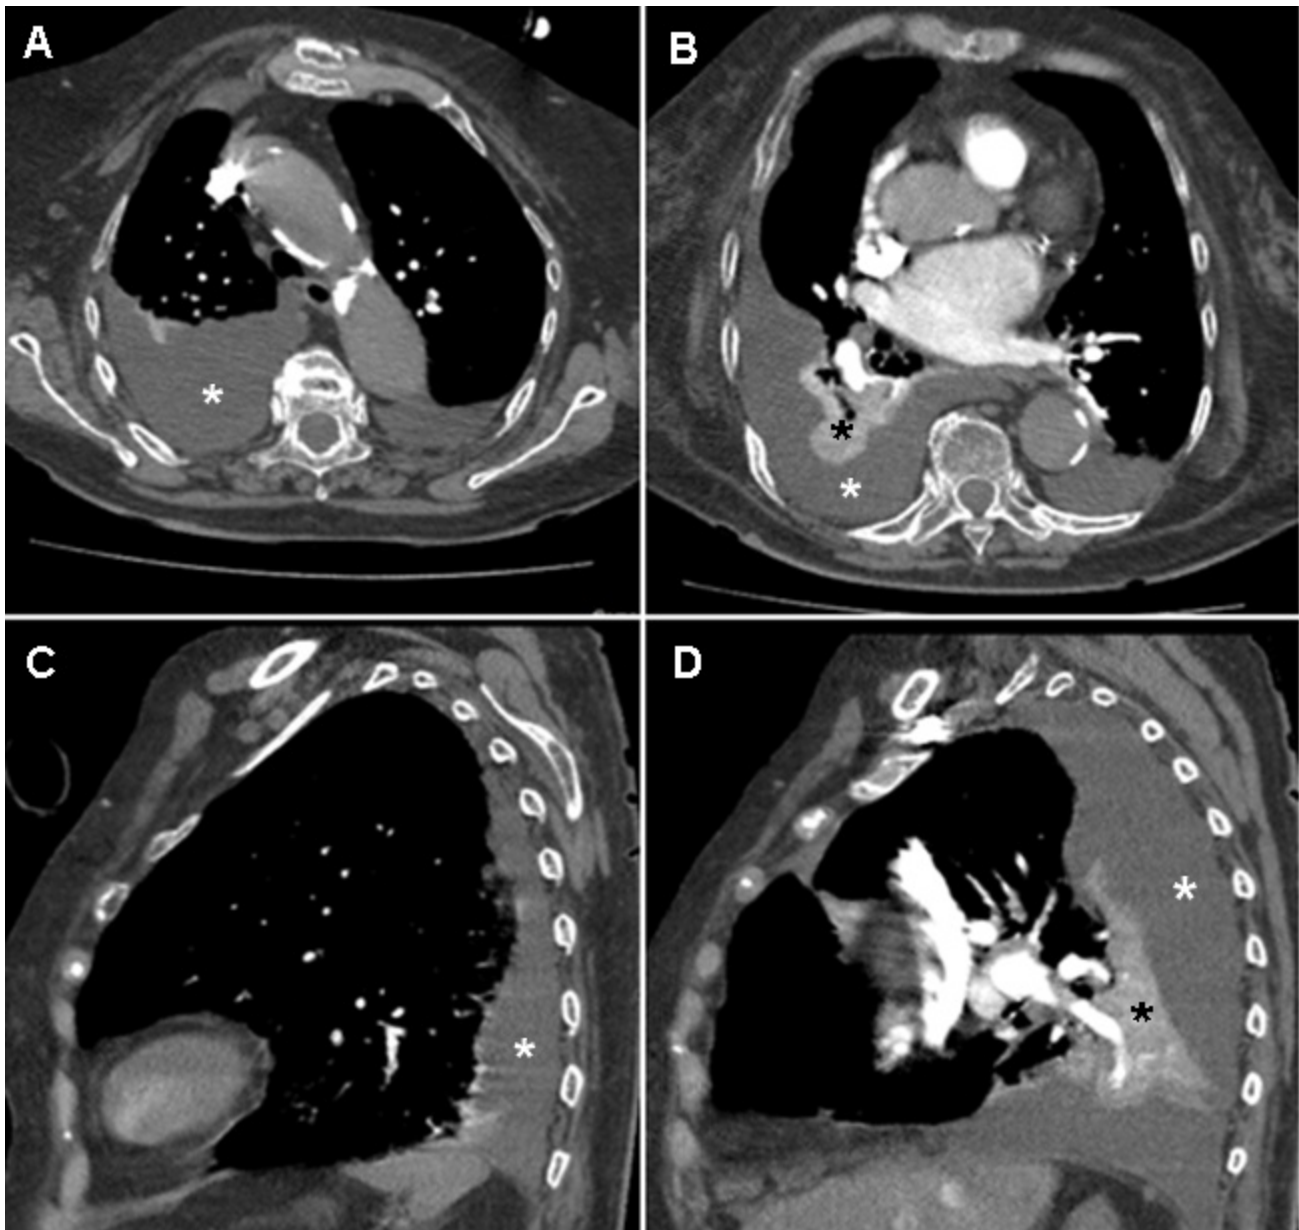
Angio TC de tórax. Cortes axiales (A,B) y sagitales (C,D) en ventana de mediastino, identificándose derrame pleural bilateral, de mayor cuantía en el lado derecho (asterisco blanco), donde condiciona atelectasia pasiva del parénquima subyacente (asterisco negro)
